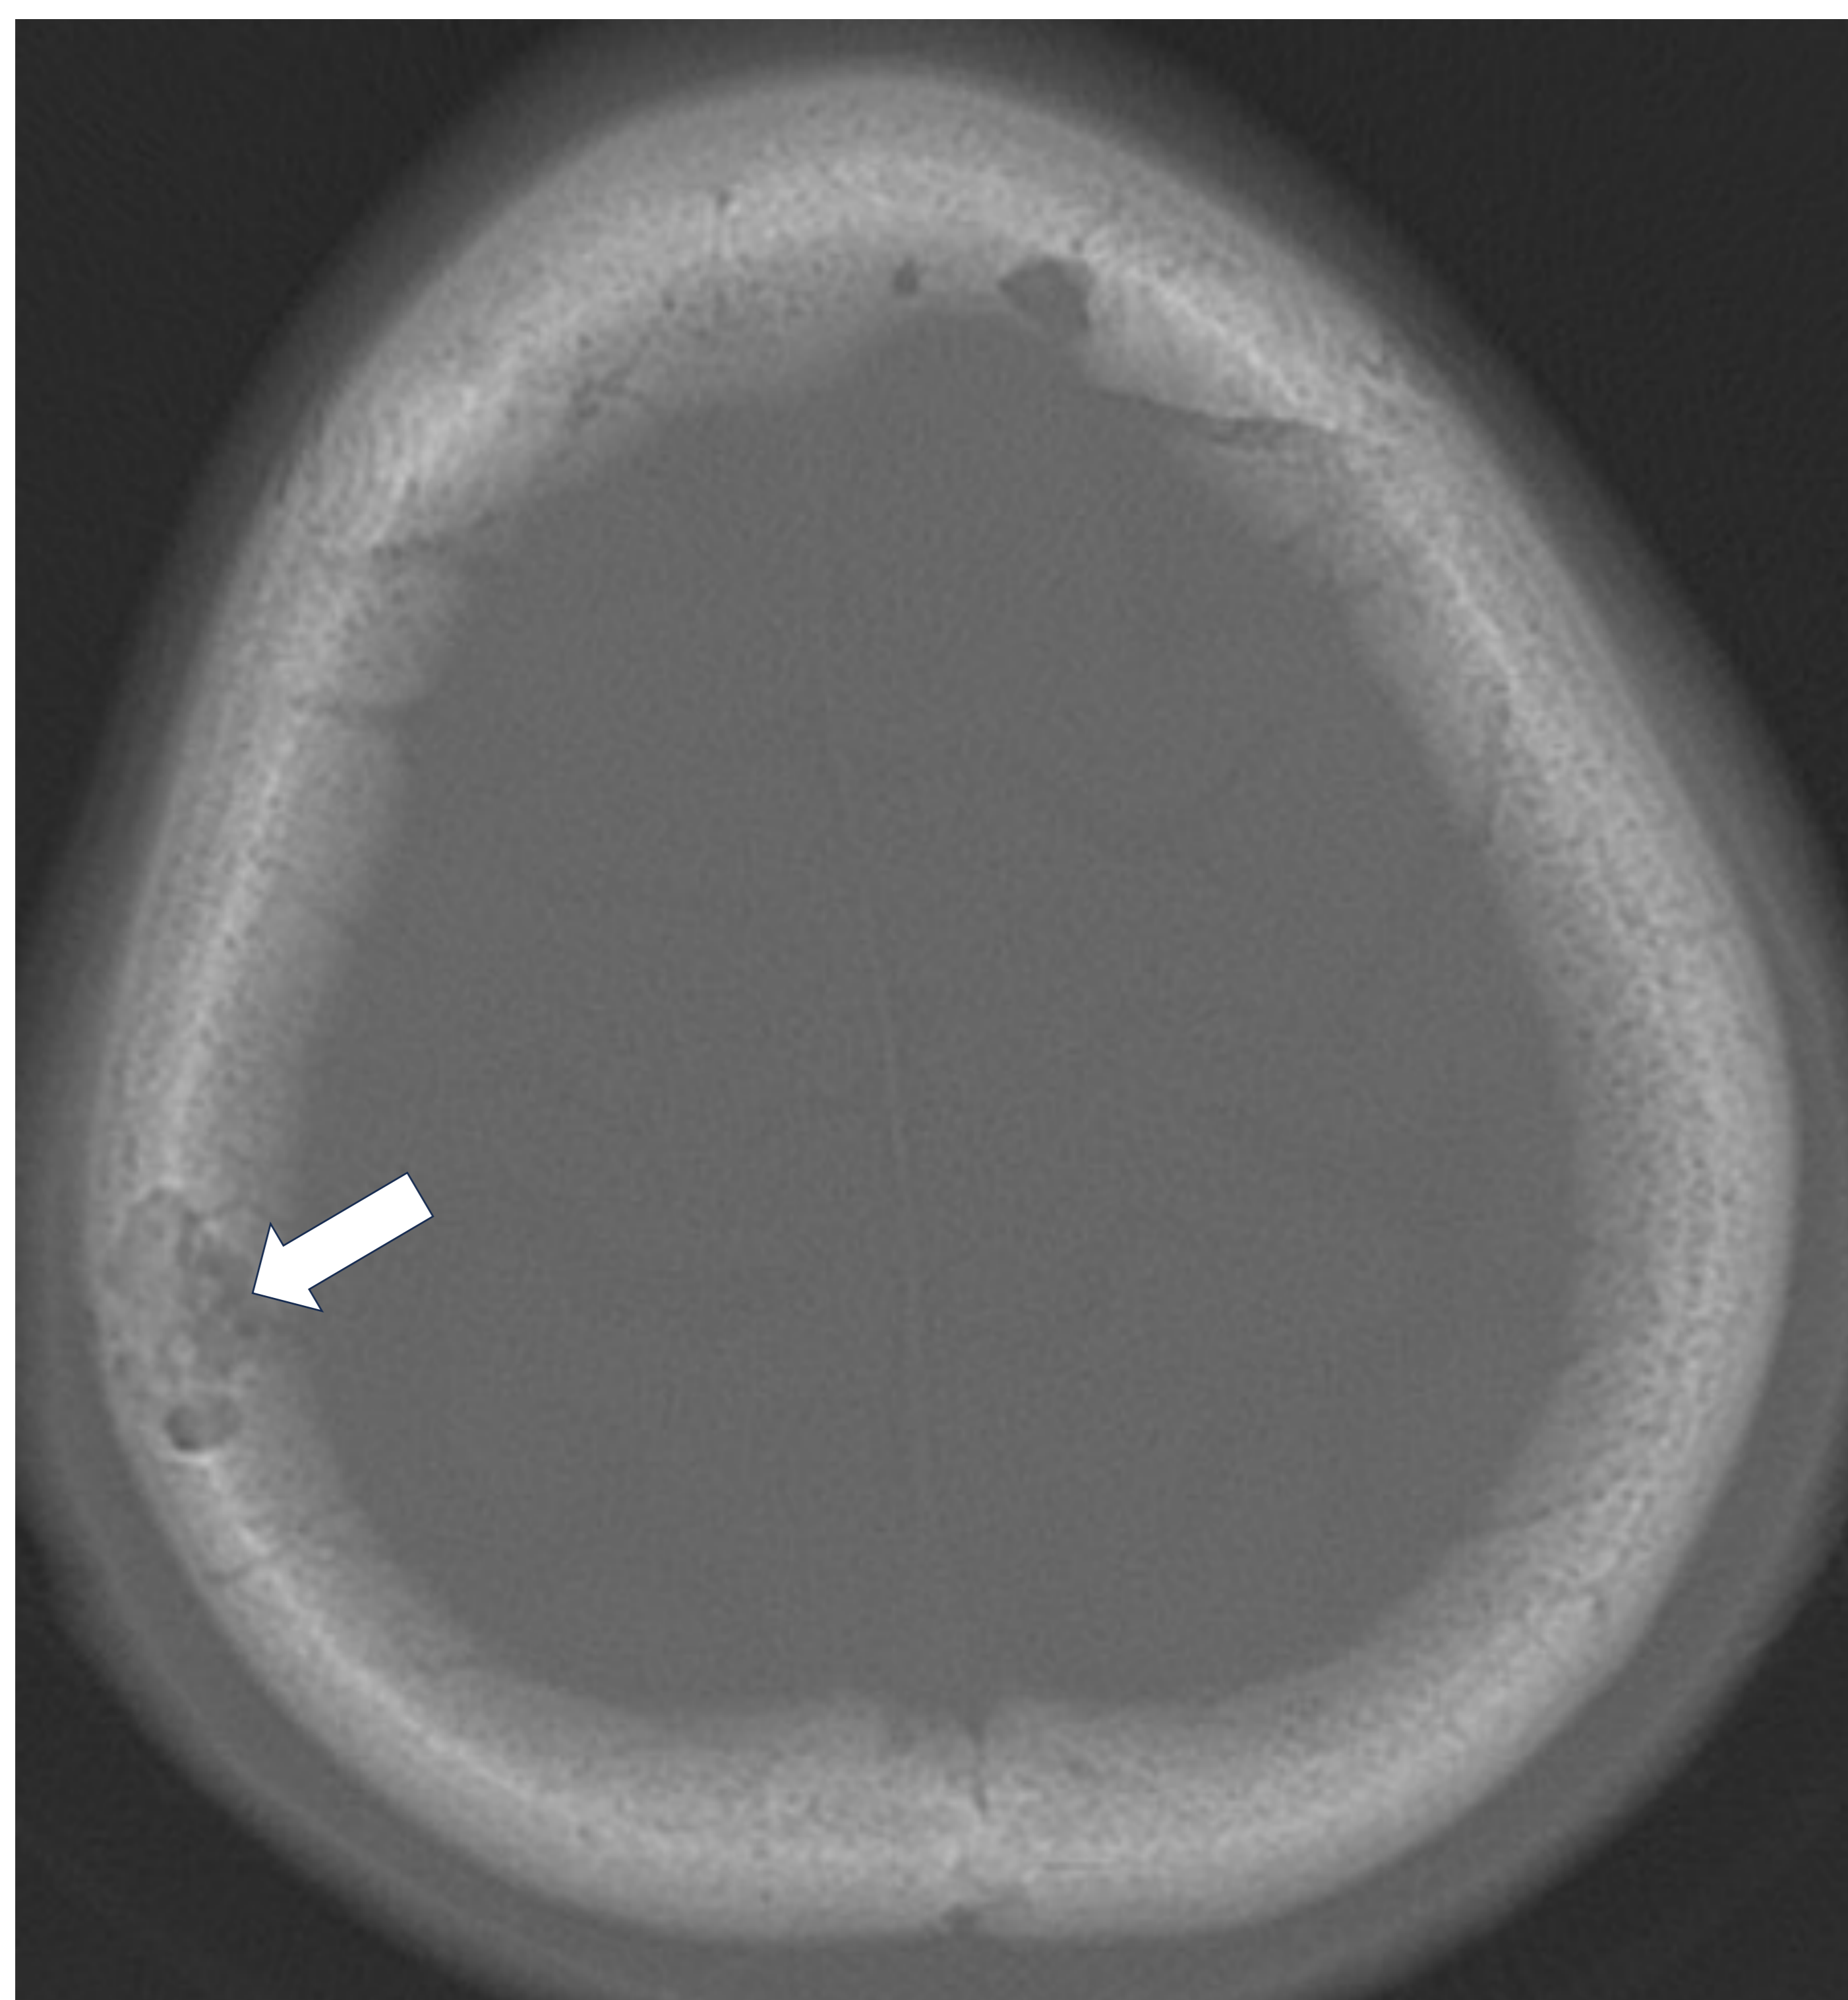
Ventana ósea de TC craneal en plano axial. Incidentalmente se observa una LOE lítica en dípole parietal derecho. Muestra bordes bien definidos, márgenes esclerosos y finos (flecha).
